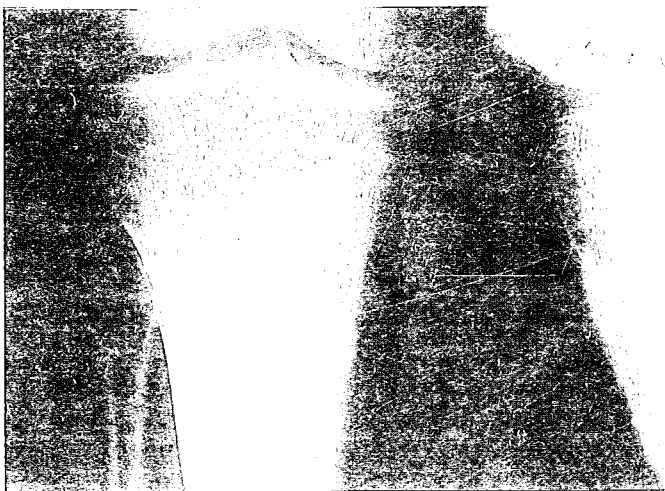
Radiografía AP y L de un paciente que presentaba un osteosarcoma osteoblástico del tercio inferior del fémur derecho.
